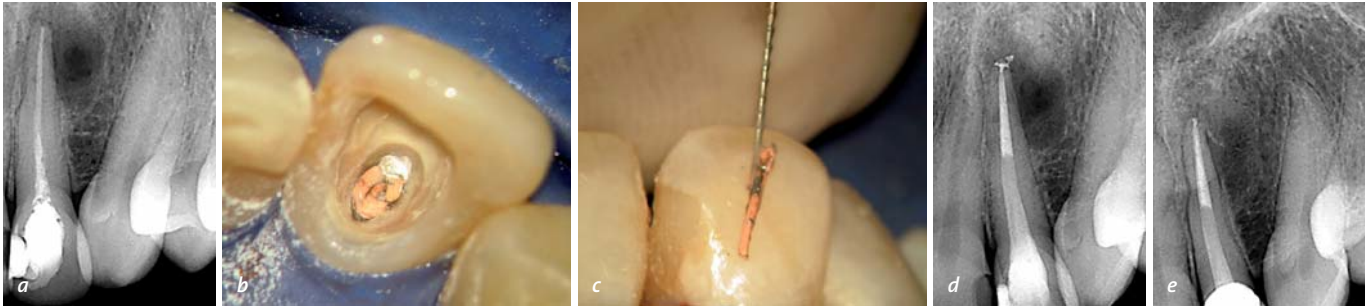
Technisch relativ leichte Revision bei Zahn 12 mit symptomatischer periradikulärer Parodontitis. Die röntgenologisch scheinbar richtige Länge der WF führt häufig zur Einschätzung „WF o.B. also WSR“. Bei genauer Betrachtung ergibt sich eine nicht adäquate Formgebung und daraus resultierend nicht adäquate Desinfektion sowie eine nicht dichte und daher insuffiziente WF. Eine WSR ist hier kontraindiziert (a). Schon bei der Zugangskavität zeigt sich eine schwarze, fétide Masse in der Guttapercha und beim Entfernen der Guttapercha (b+c). Rö-Kontrolle unmittelbar nach der Revision mit randständiger WF (d) und Kontrolle nach 20 Monaten mit vollständiger Ausheilung (e).
